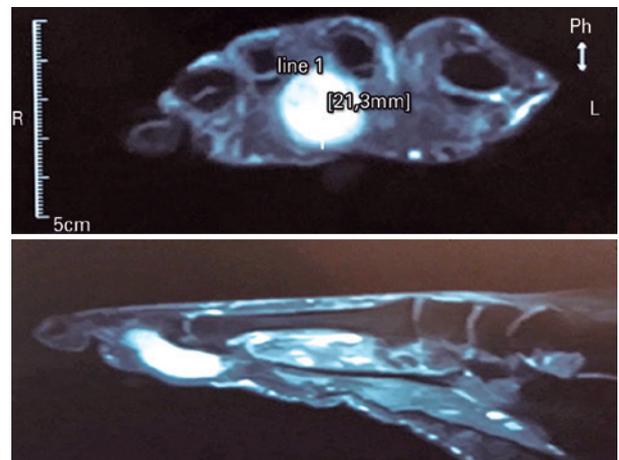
Ressonância magnética com cortes sagital e coronal do pé direito em T2, evidenciando hipersinal na região plantar do antepé, com aumento de volume entre o 2º e 3º dedos.
